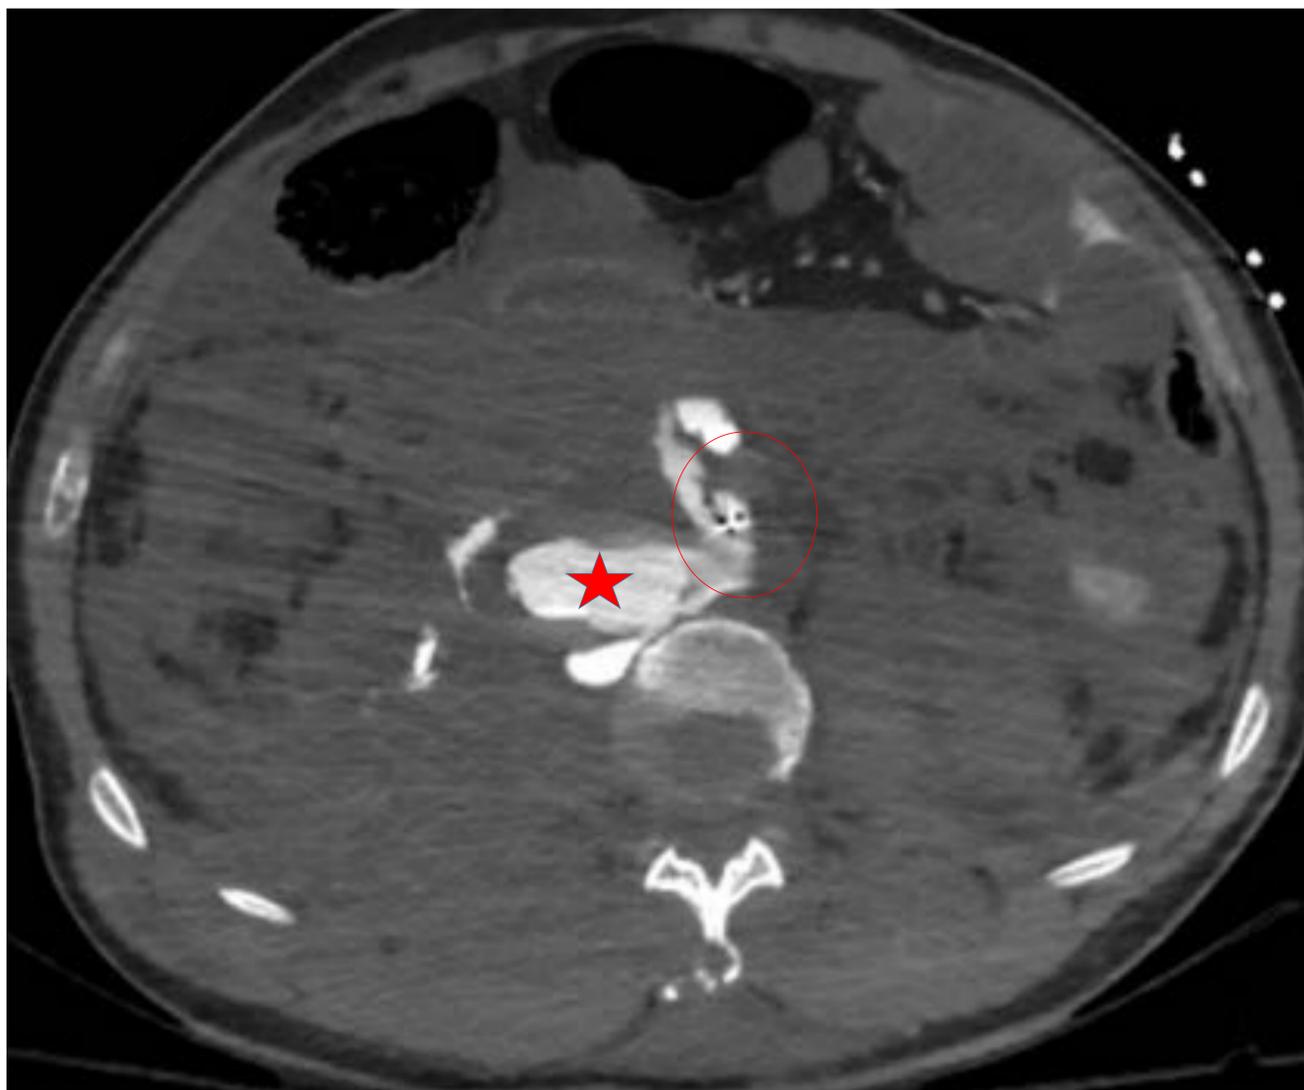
y 25 TC abdominal. Dos cortes abdominales distintos en fase venosa en los que se identifica abundante extravasado de CIV, en relación con lesión aórtica (estrella roja). REBOA (círculo rojo).
